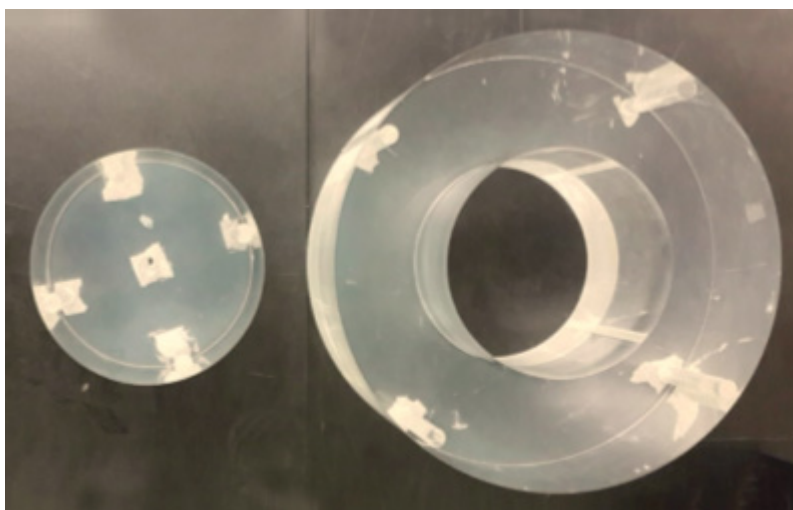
Computed Tomography Dose Index (CTDI) phantom (Head and body parts)
